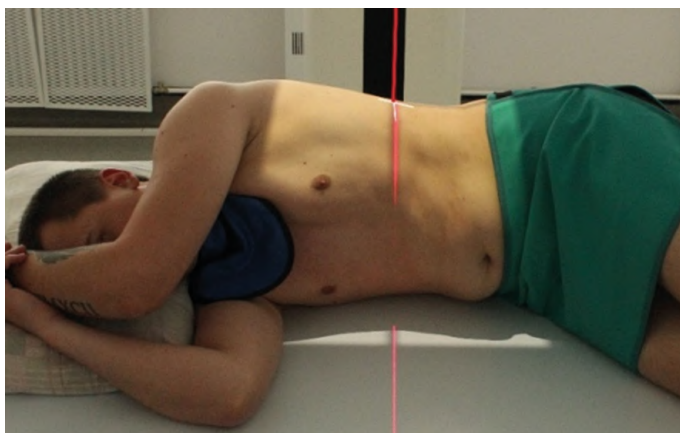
Рентгенография желудка. Правая боковая проекция
